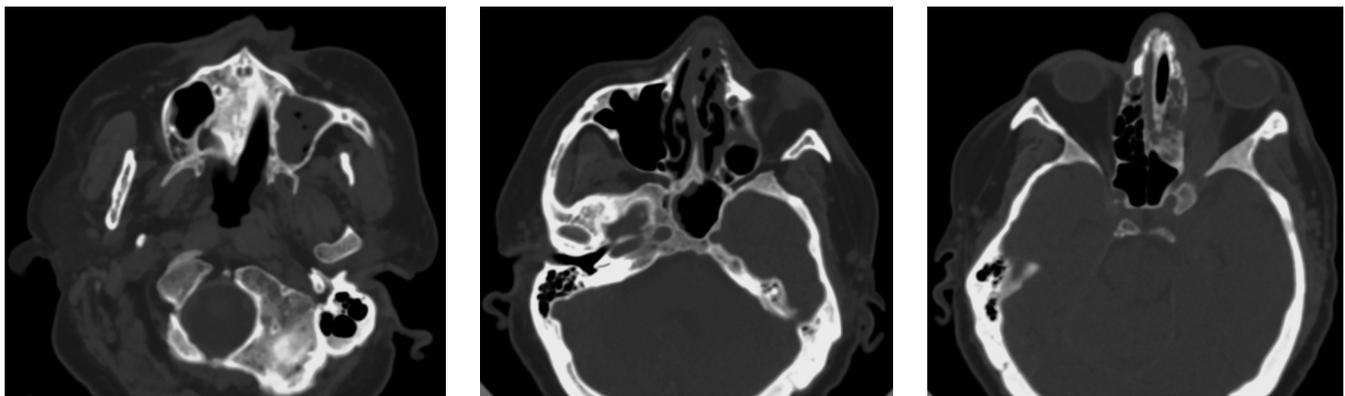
МРТ околоносовых пазух от 29.04.2022 г. Воспалительные изменения околоносовых пазух носа, наиболее выраженные в верхнечелюстной пазухе слева, вероятной деструкцией медиальной стенки орбиты и поражением прилежащих ячеек решетчатого лабиринта с распространением на область верхней глазничной щели, левый кавернозный синус
